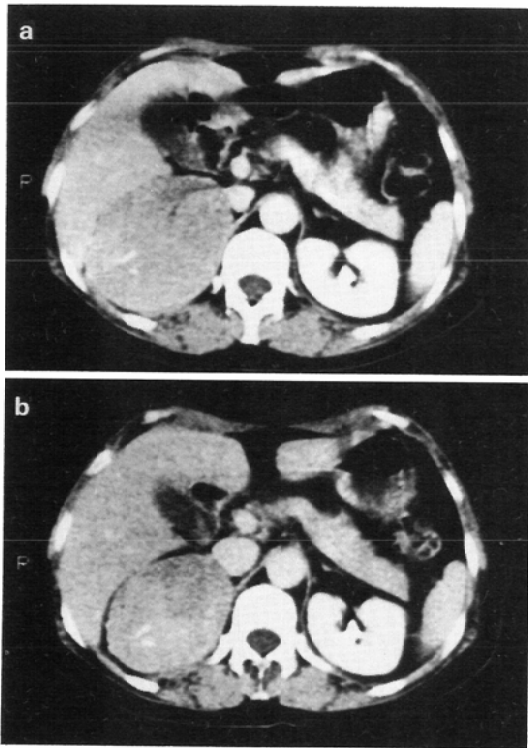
(a), (b) A 42-year-old female with right cortisol-secreting adrenocortical carcinoma. (Case No. 3) CT scan, before treatment (a), and after administration of *o, p'*-DDD for three months (b), shows right adrenal tumor without obvious necrosis. After administration of *o, p'*-DDD, tumor is smaller than before.
